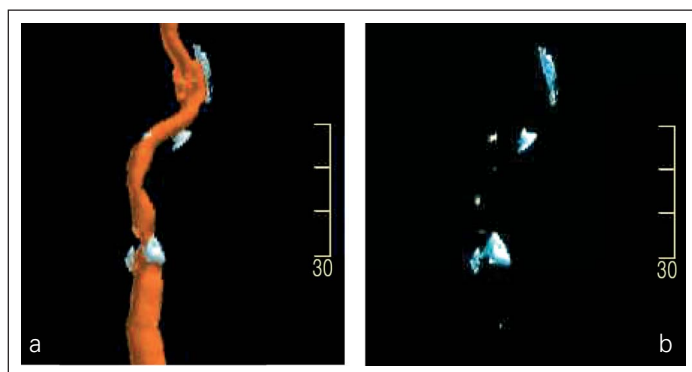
a) Aus CTA-Bildern mittels VRT rekonstruiertes und auf Ca-Imaging fokussiertes Bild einer hochgradigen ACI-Stenose. b) Selektive Darstellung der verkalkten Plaqueanteile
